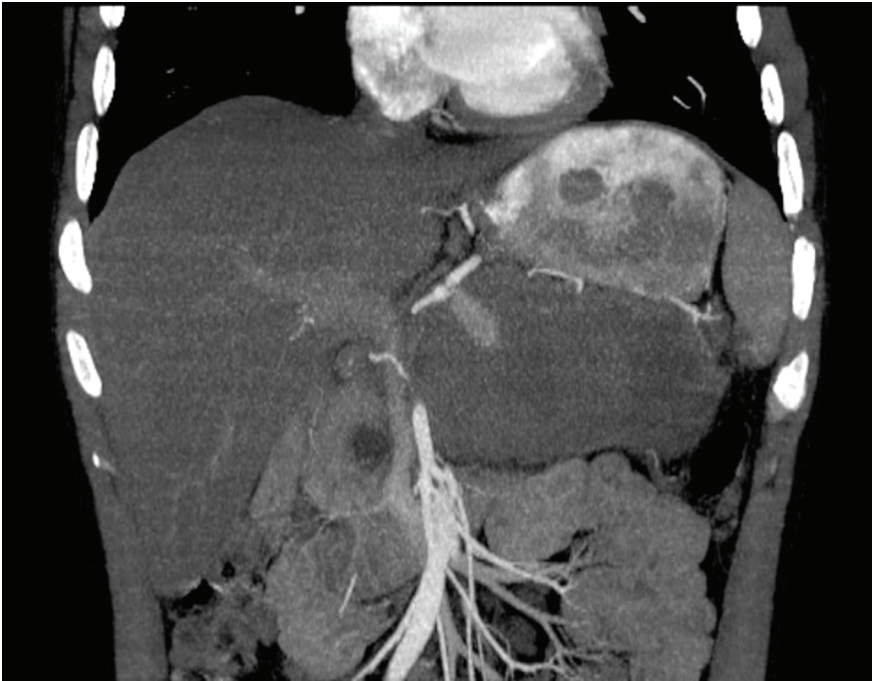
КТ при кровотечі в ПК із селезінкової артерії в місті відходження її від черевного стовбура
